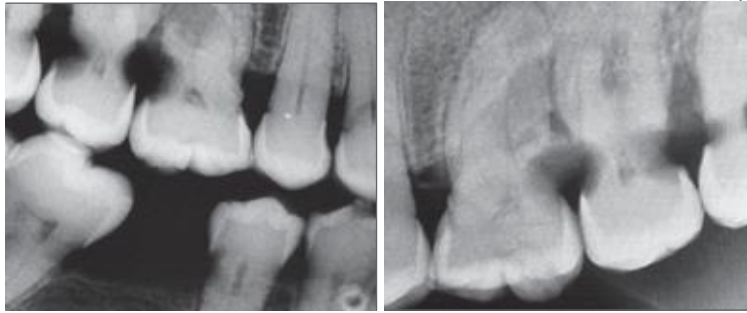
Caries post-radiques cervicales avancées et généralisées photo 1 : bitewing ; photo 2 : radiographie rétro-alvéolaire
